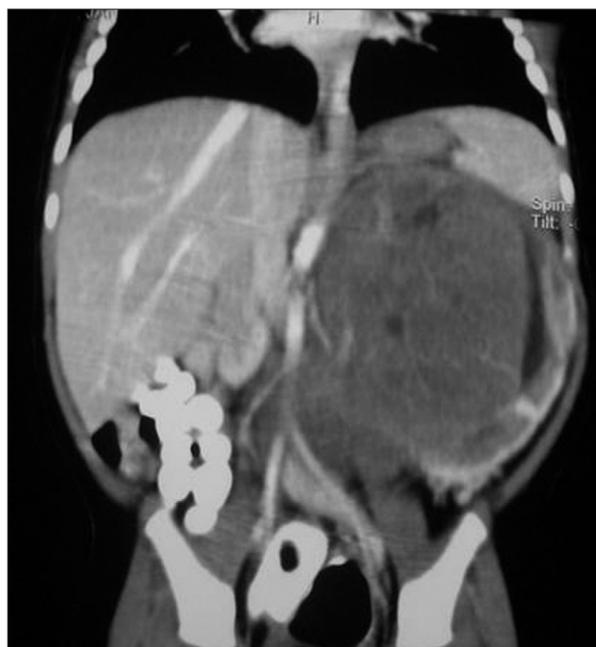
TC abdominal: masa intrarrenal que sobrepasa la línea media, comprimiendo la vena espermática izquierda.
